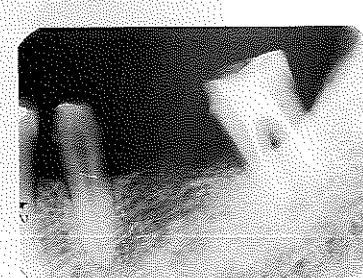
保定期間中のX線写真。7近心の骨吸収像が少し改善されているように見える。歯周ポケットは3mmに変化している
